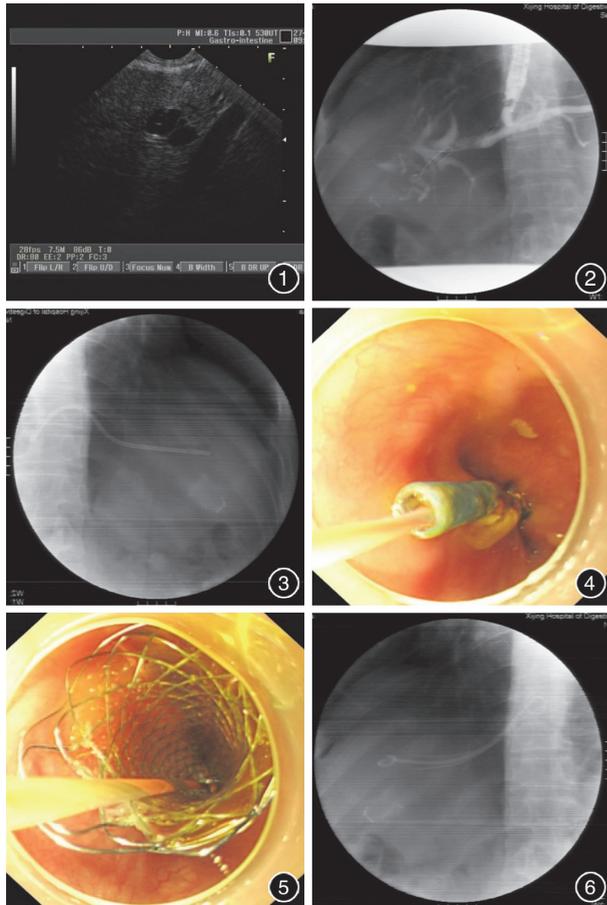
内镜超声示 S2 段肝内胆管扩张,超声穿刺针穿刺进入胆道
